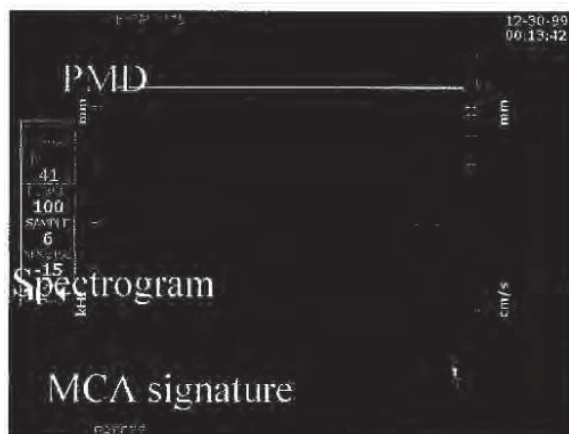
/1.- Insonación de la arteria cerebral media por ecodoppler transcranial.
